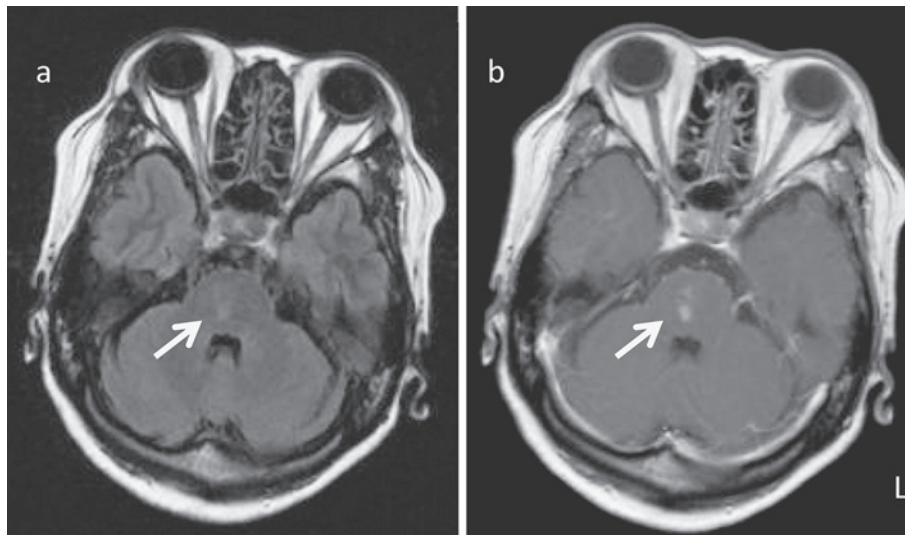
Brain axial 1.5T MRI findings of Case 1 at day 153.
